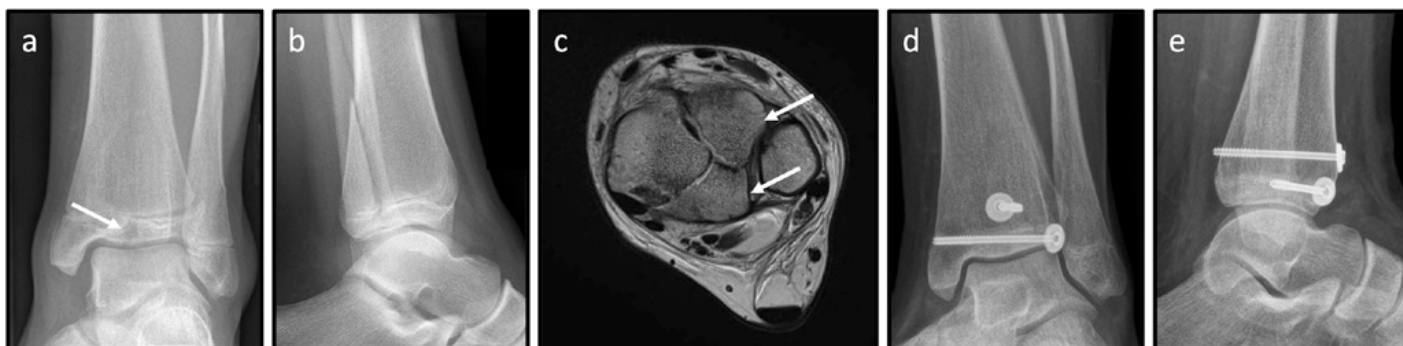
13-jährige Patientin nach OSG-Distorsionstrauma beim Schlittschuhfahren. Röntgen des Sprunggelenks links: Triplane-II-Fraktur (weißer Pfeil) der distalen Tibia a.p. (a) und seitlich (b). MRT des Sprunggelenks (c): epiphysäre Fraktur mit zwei Fragmenten (weiße Pfeile) als Fortsetzung der metaphysären Fraktur. Z. n. Schrauben-Osteosynthese mittels einer epi- und einer metaphysären Schraube a. p. (d) und seitlich (e).
